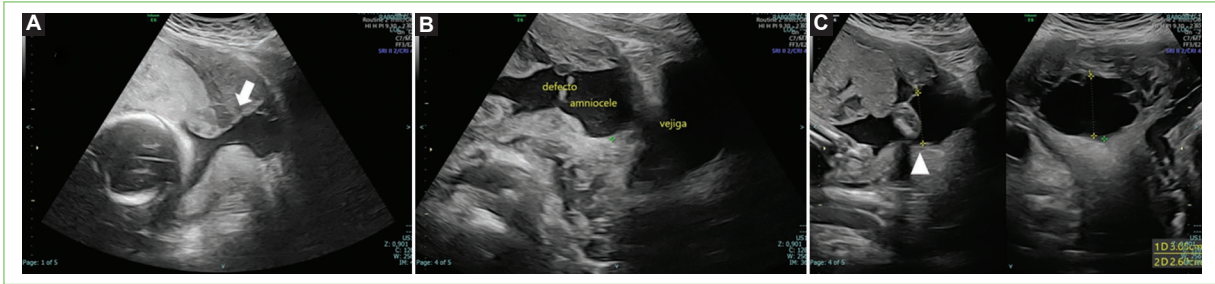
Ecografía en la semana 25,5 de gestación. A: corte sagital del defecto en el que puede verse la rotura uterina con amniocele en la pared anterior del útero (flecha). B: corte sagital del defecto donde se especifican las estructuras adyacentes a la lesión. C: cortes axial y sagital del defecto en los que se mide la lesión (punta de flecha).
